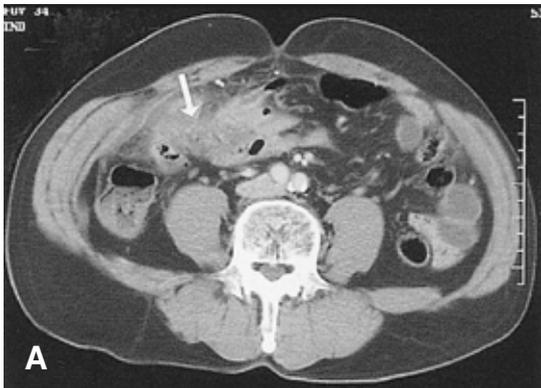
(A) The abdominal CT in case 1 on admission day. Diffuse mesenteric fat infiltrations were seen in the right lower quadrant adjacent jejunum. (arrow). (B) Follow-up abdominal CT (after 20 days). The mesenteric fat infiltrations in the right lower quadrant were decreased.
